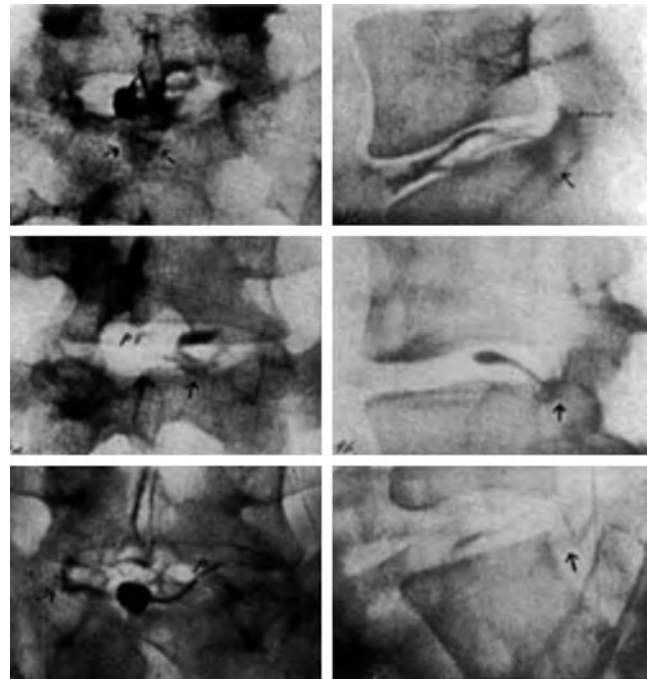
Рентгенограммы поясничного отдела в 2 проекциях, иллюстрирующие проведение дискографии на примере трёх пациентов. Введение контрастного вещества в МПД провоцирует дискогенную боль, преследующую пациента. Стрелками отмечен выход контраста за пределы фиброзного кольца. Из Lindblom K. *Diagnostic puncture of intervertebral disk in sciatica.* Acta Orthop. Scand. 1948; Vol. 17(1–4): 231–239
